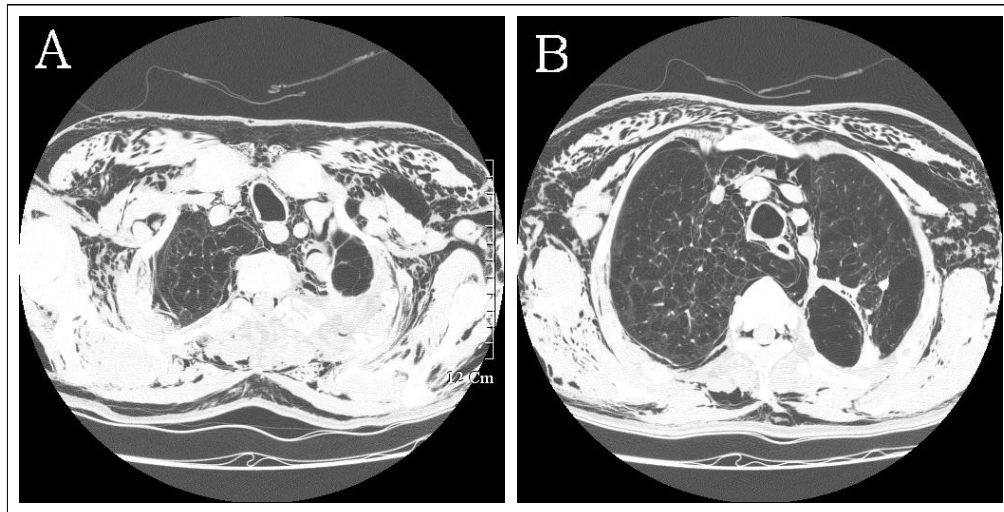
High Resolution Computed Tomography of chest shows upper thorax(A) and lower thorax(B) of patient. High resolution computed tomography shows massive subcutaneous emphysema from cervical to chest wall, bilateral pneumothorax, pneumomediastinum, diffuse bilateral emphysema and bullae and inactive pulmonary tuberculosis and pleural thickening in LUL and superior segment of LLL.
